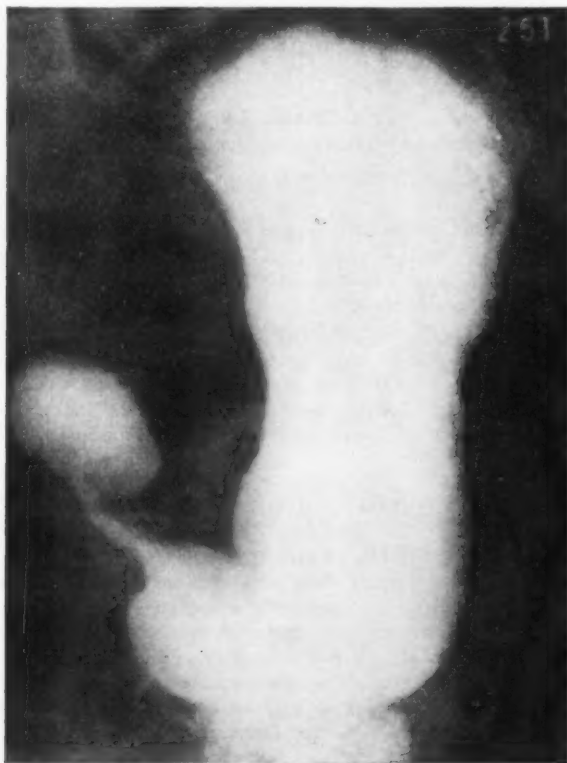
Radiografia mostrando afilamento da região do antro pilórico.
